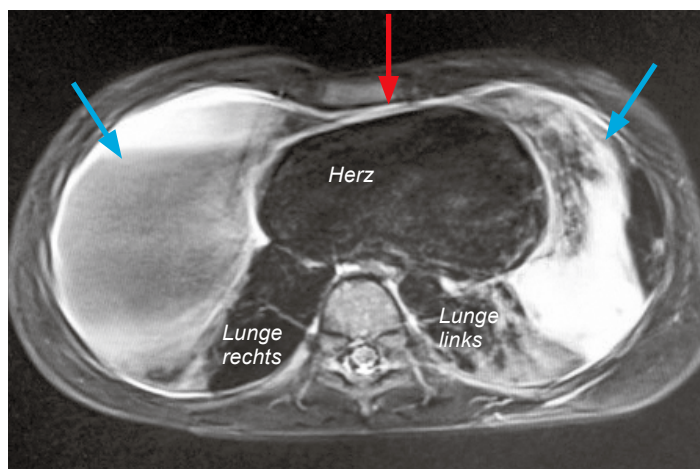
Axiale MRT des Thorax (T2-Wichtung) mit Darstellung der riesigen schmetterlingsförmigen lymphatischen Malformation im vorderen unteren Mediastinum (blaue Pfeile) und der retrosternalen Verbindung (roter Pfeil).
